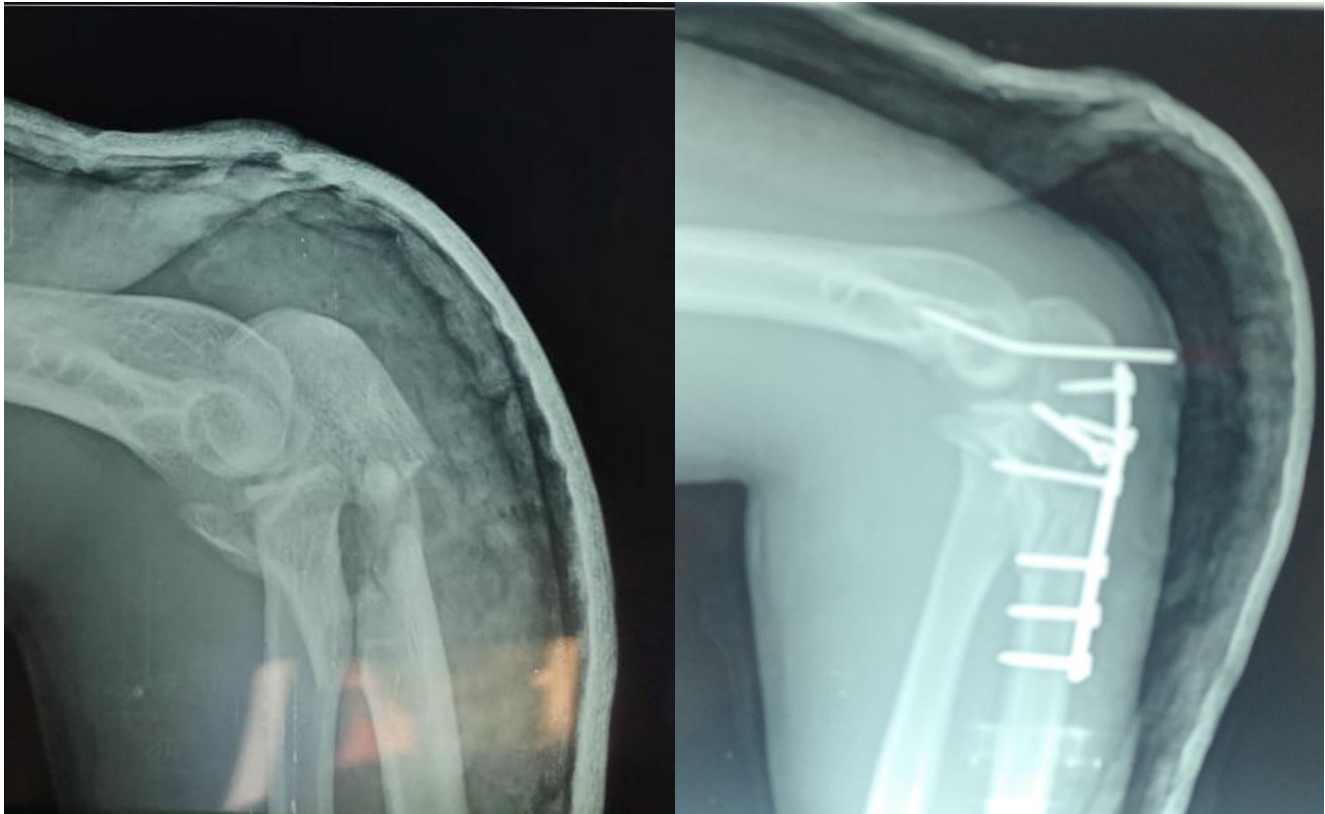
Radiographie standard de profil montrant une fracture complexe du tiers inférieur de l'olécrane traitée par plaque vissée (service de Traumatologie HMMI Meknès).
